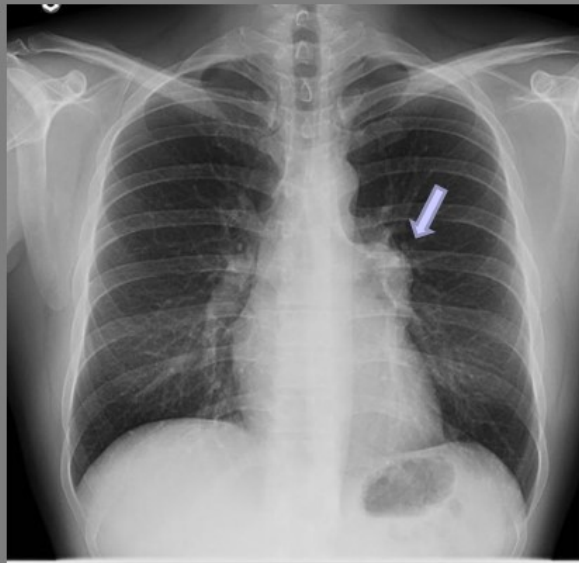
TIMOMA TIPO AB DE LA OMS, MASAOKA TIPO I Varón 41 años asintomático RX Tórax PA/LAT, TAC Tórax SIN CIV: Masa mediastinica anterior-izquierda, bien delimitada. Homogénea en la TAC (flechas) TTO: Resección quirúrgica
